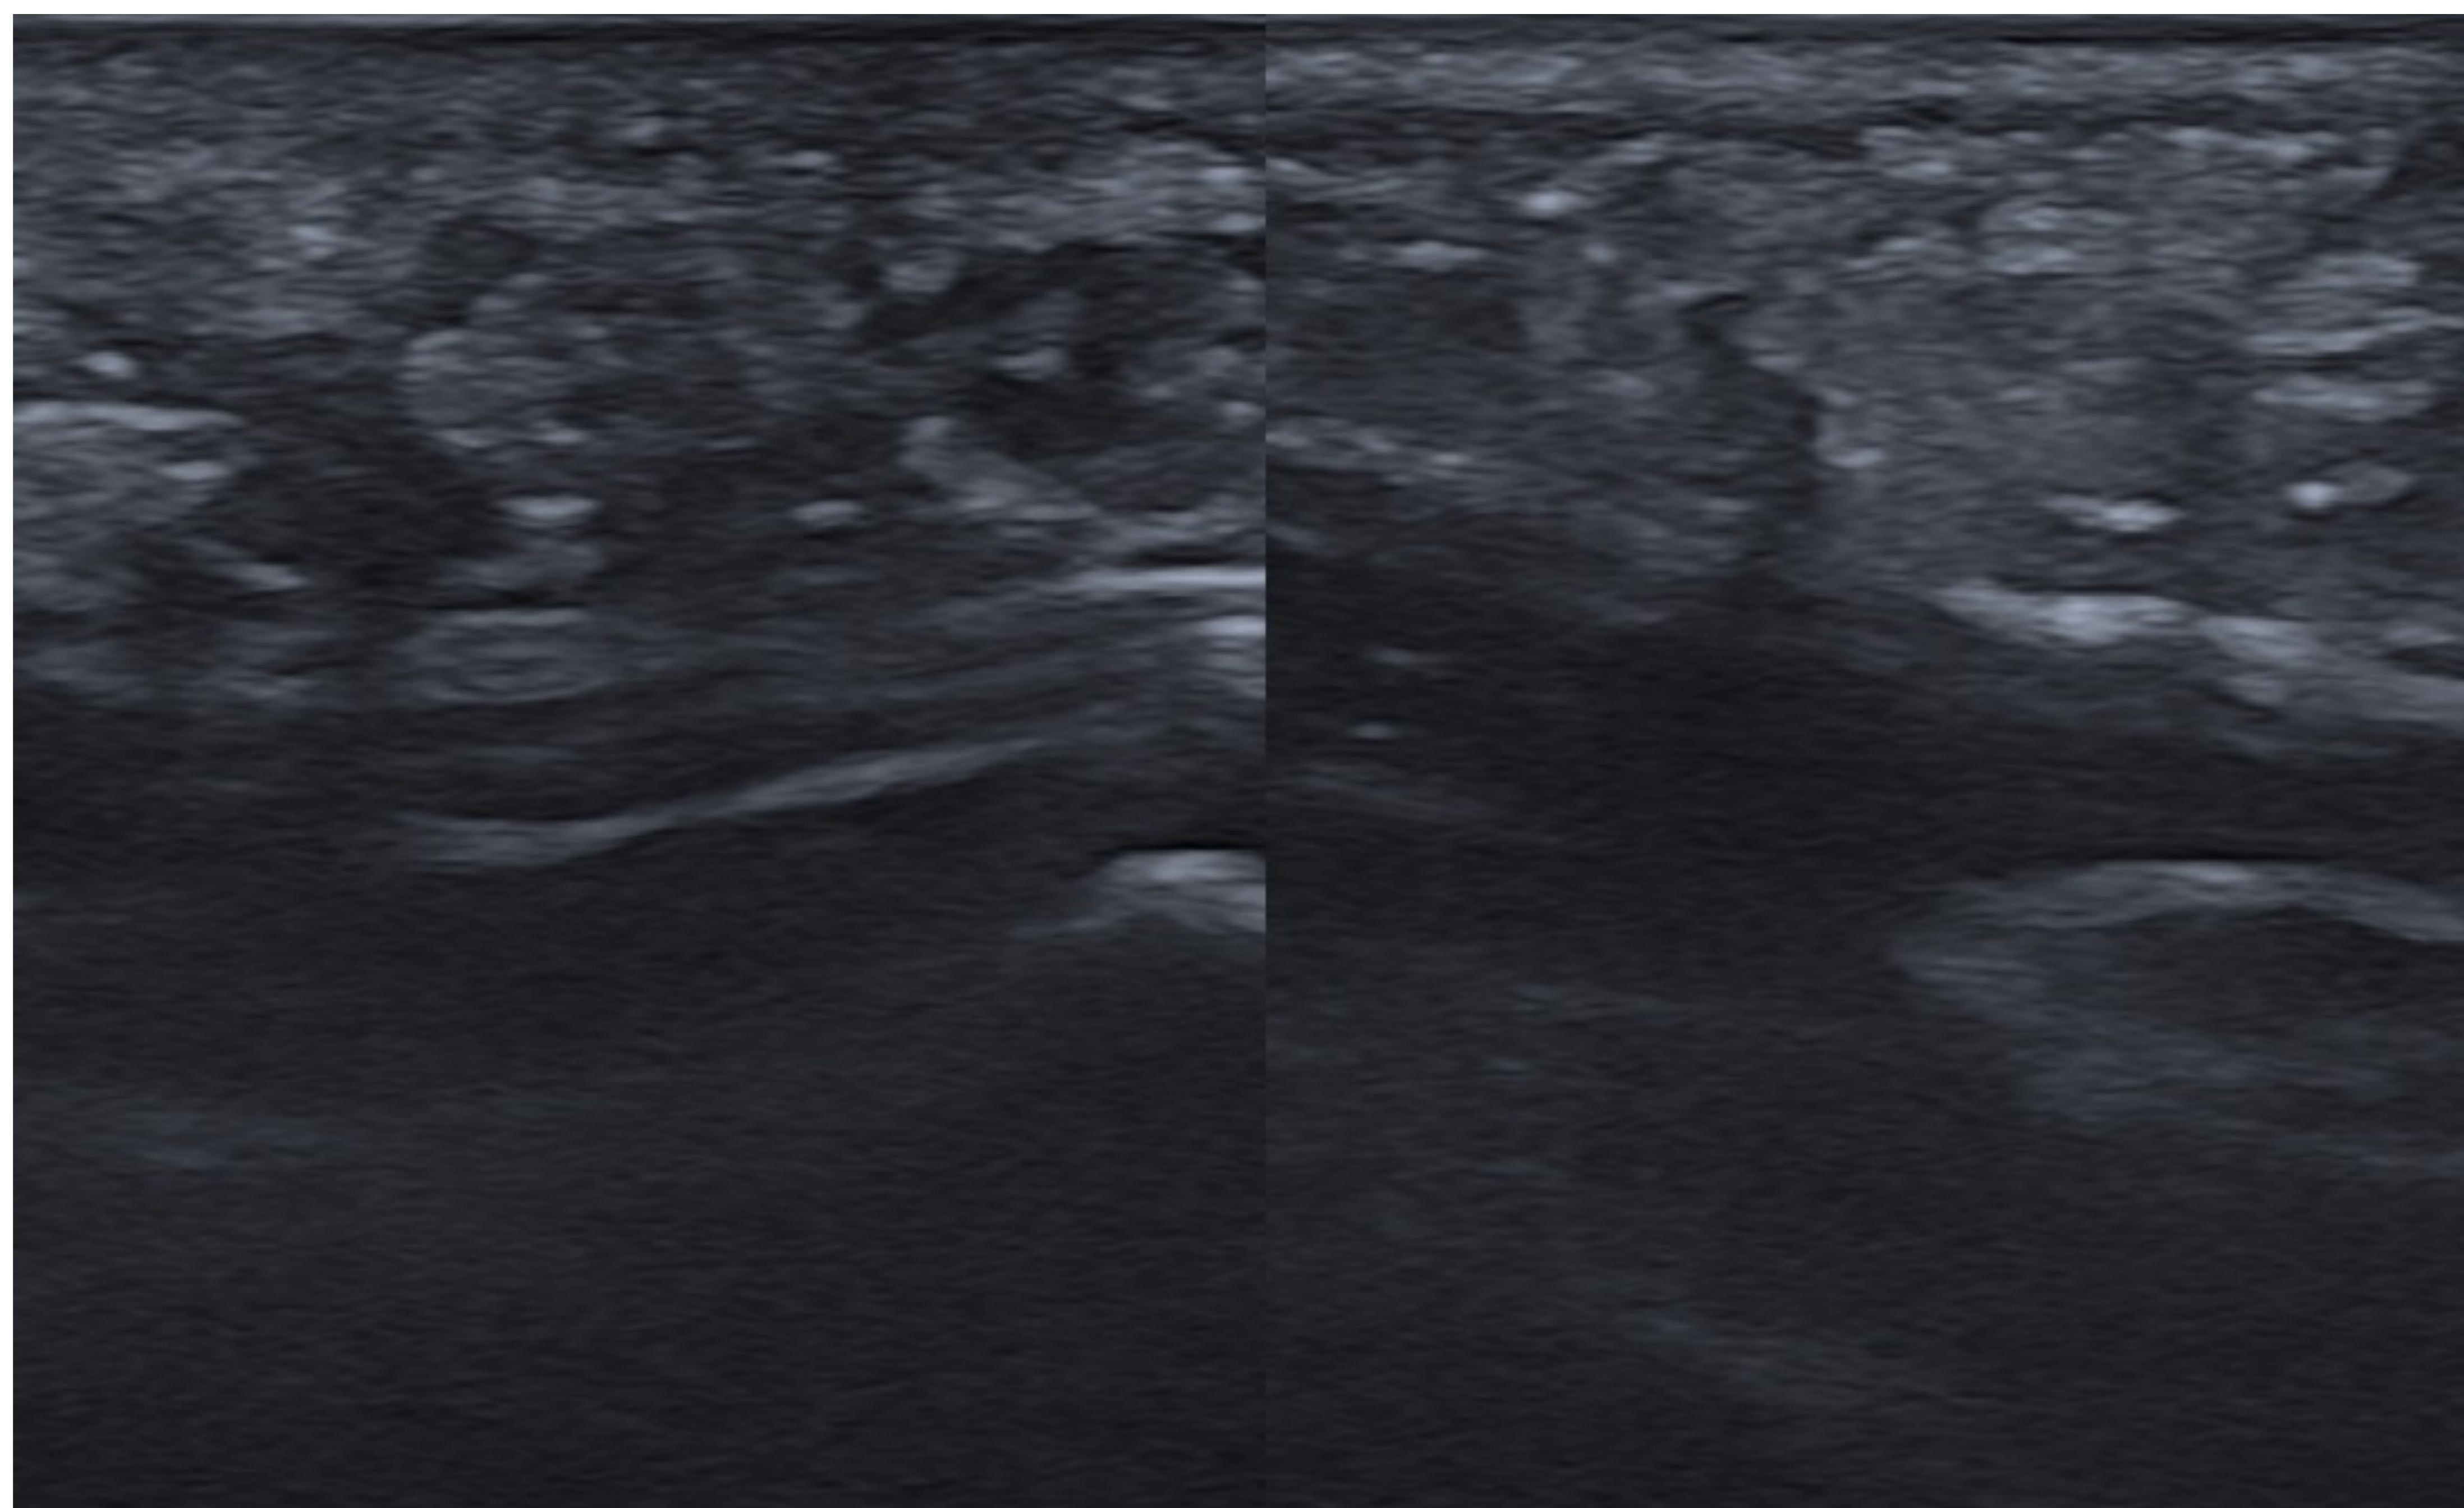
Estudio radiológico del caso. Hamartomas fibrolipomatosos precalcáneo bilaterales: Nódulos hipoeoicos y heterogéneos, con ausencia de señal doppler.
